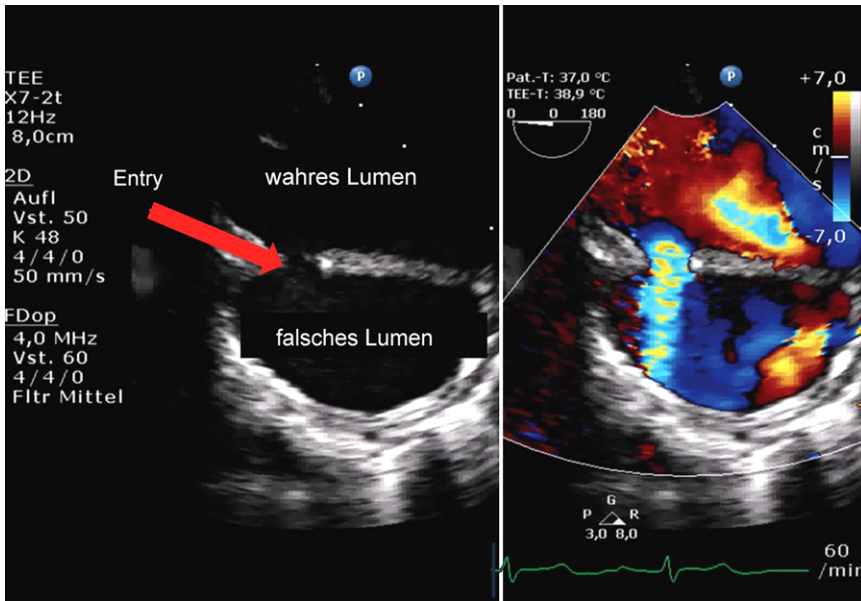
▲ Visualisierung von Entry, wahrem und falschem Lumen mittels transösophagealer Echokardiographie bei einem Patienten mit Aortendissektion
